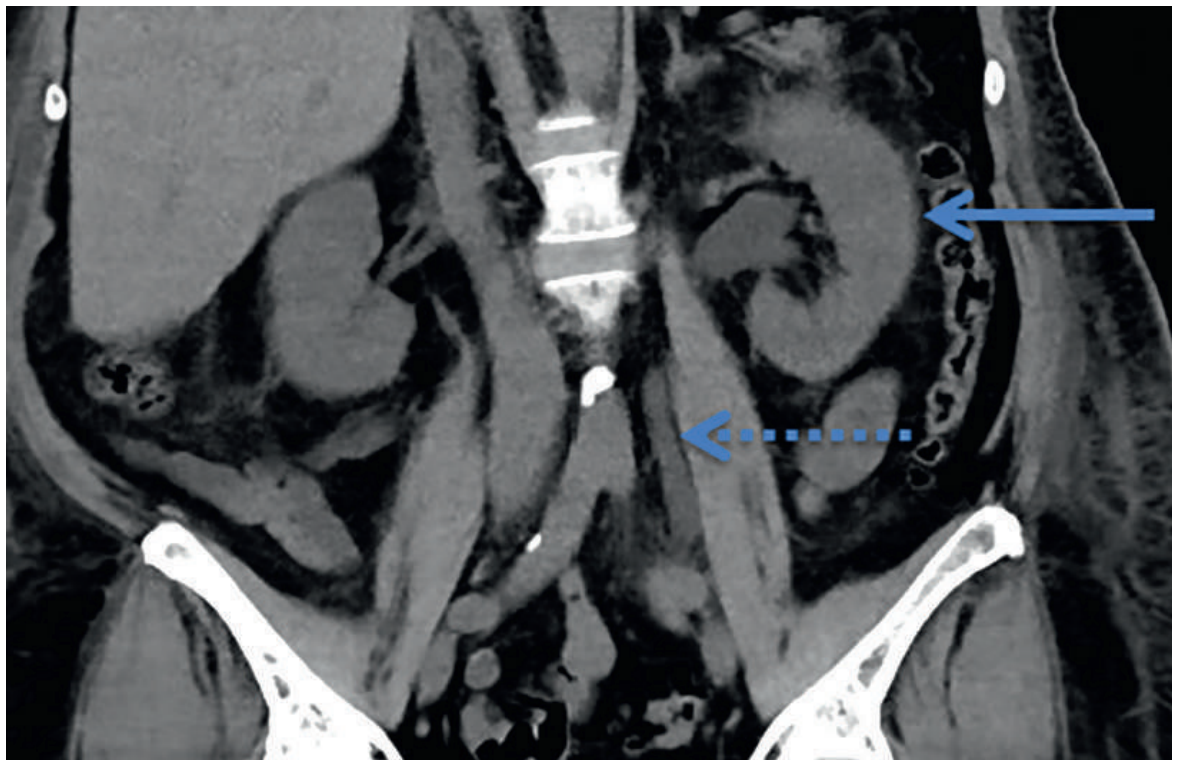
Native Computertomographie des Abdomens mit Darstellung der Stauung des linken Nierenbeckenkelchsystems (Pfeil) und des Ureters (gestrichelter Pfeil).
